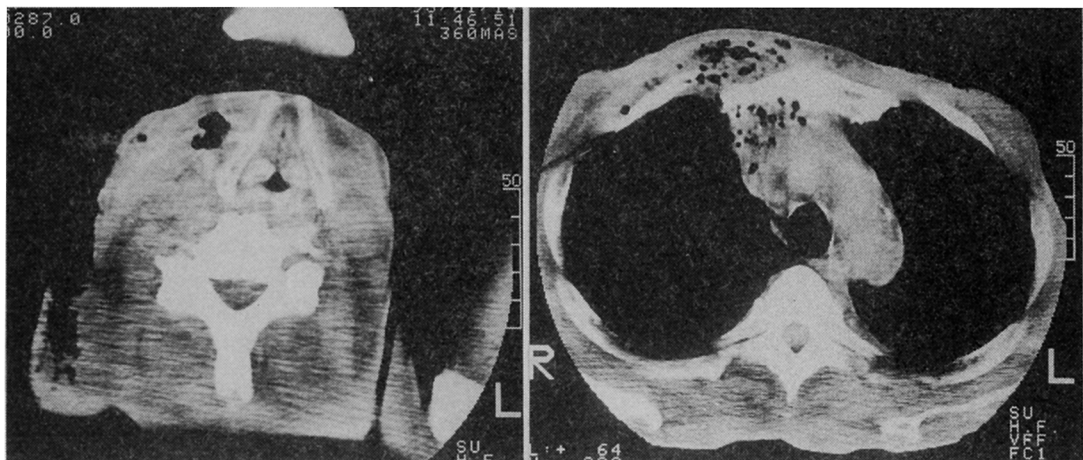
CT 甲状軟骨の右側から胸壁，前縦隔に及ぶガス産生を伴う膿瘍を認める。
